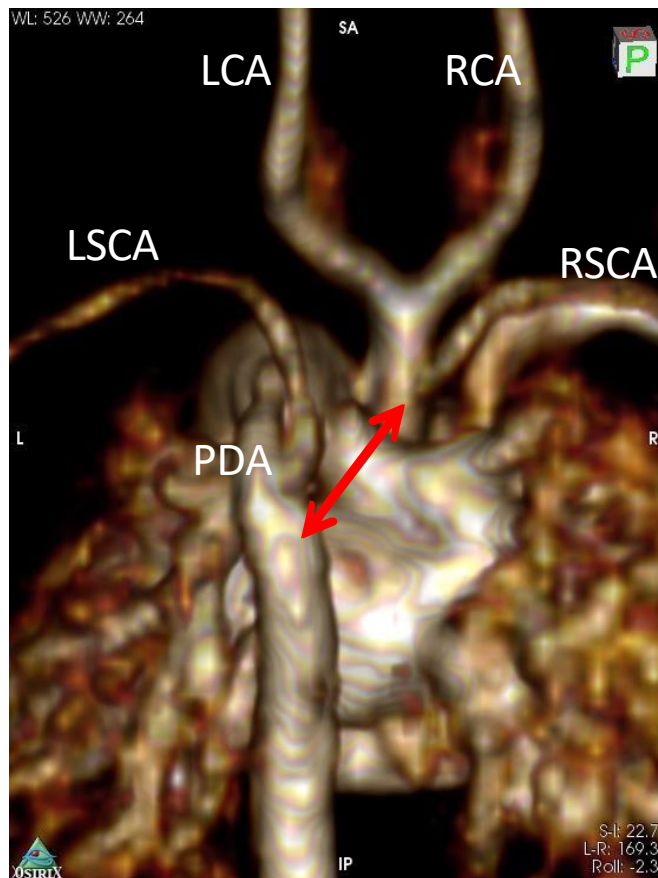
Die kardiale MRT-Bildgebung (posterior Projektion, verdeutlicht die komplexe Anatomie des IAA Typ B (markiert mit rotem Pfeil) mit anomalen Ursprung der rechten Arteria subclavia aus der rechten Pulmonalarterie. LCA; Linke arteria carotis communis, LSCA: Linke Arteria subclavia, RCA: Rechte Arteria carotis communis, RSCA: Rechte Arteria subclavia, PDA: Persistierender Ductus arteriosus.
